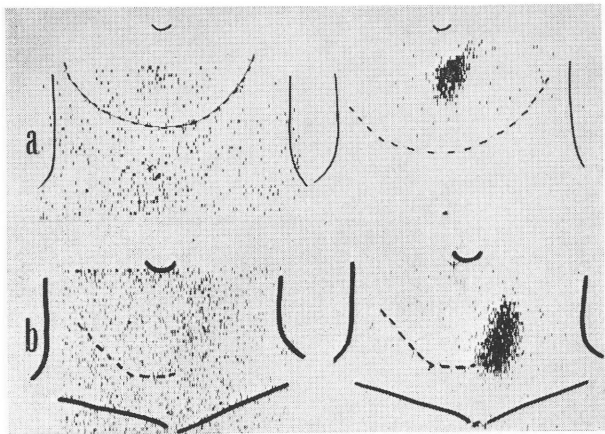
Post-operative thyroid scintigraphy of thyroid cancer during and without the administration of triiodothyronine.
